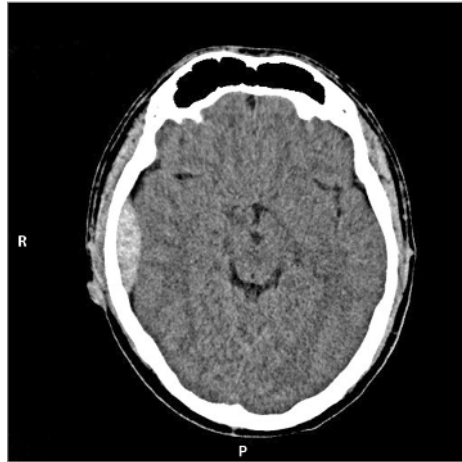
Corte axial de TC mostrando hematoma epidural da região temporal direita.
